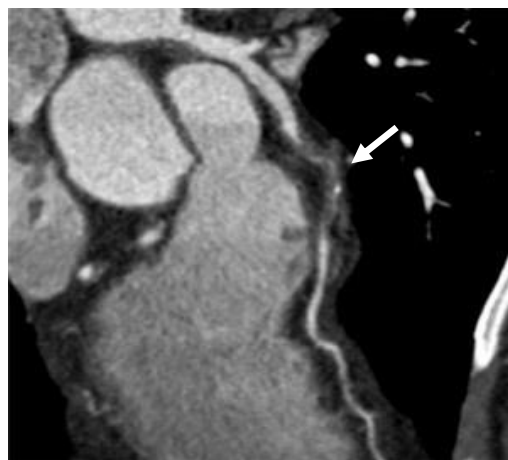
МСКТ. Фрагмент 3-D реконструкции. Окклюзия левой передней нисходящей артерии [5]
